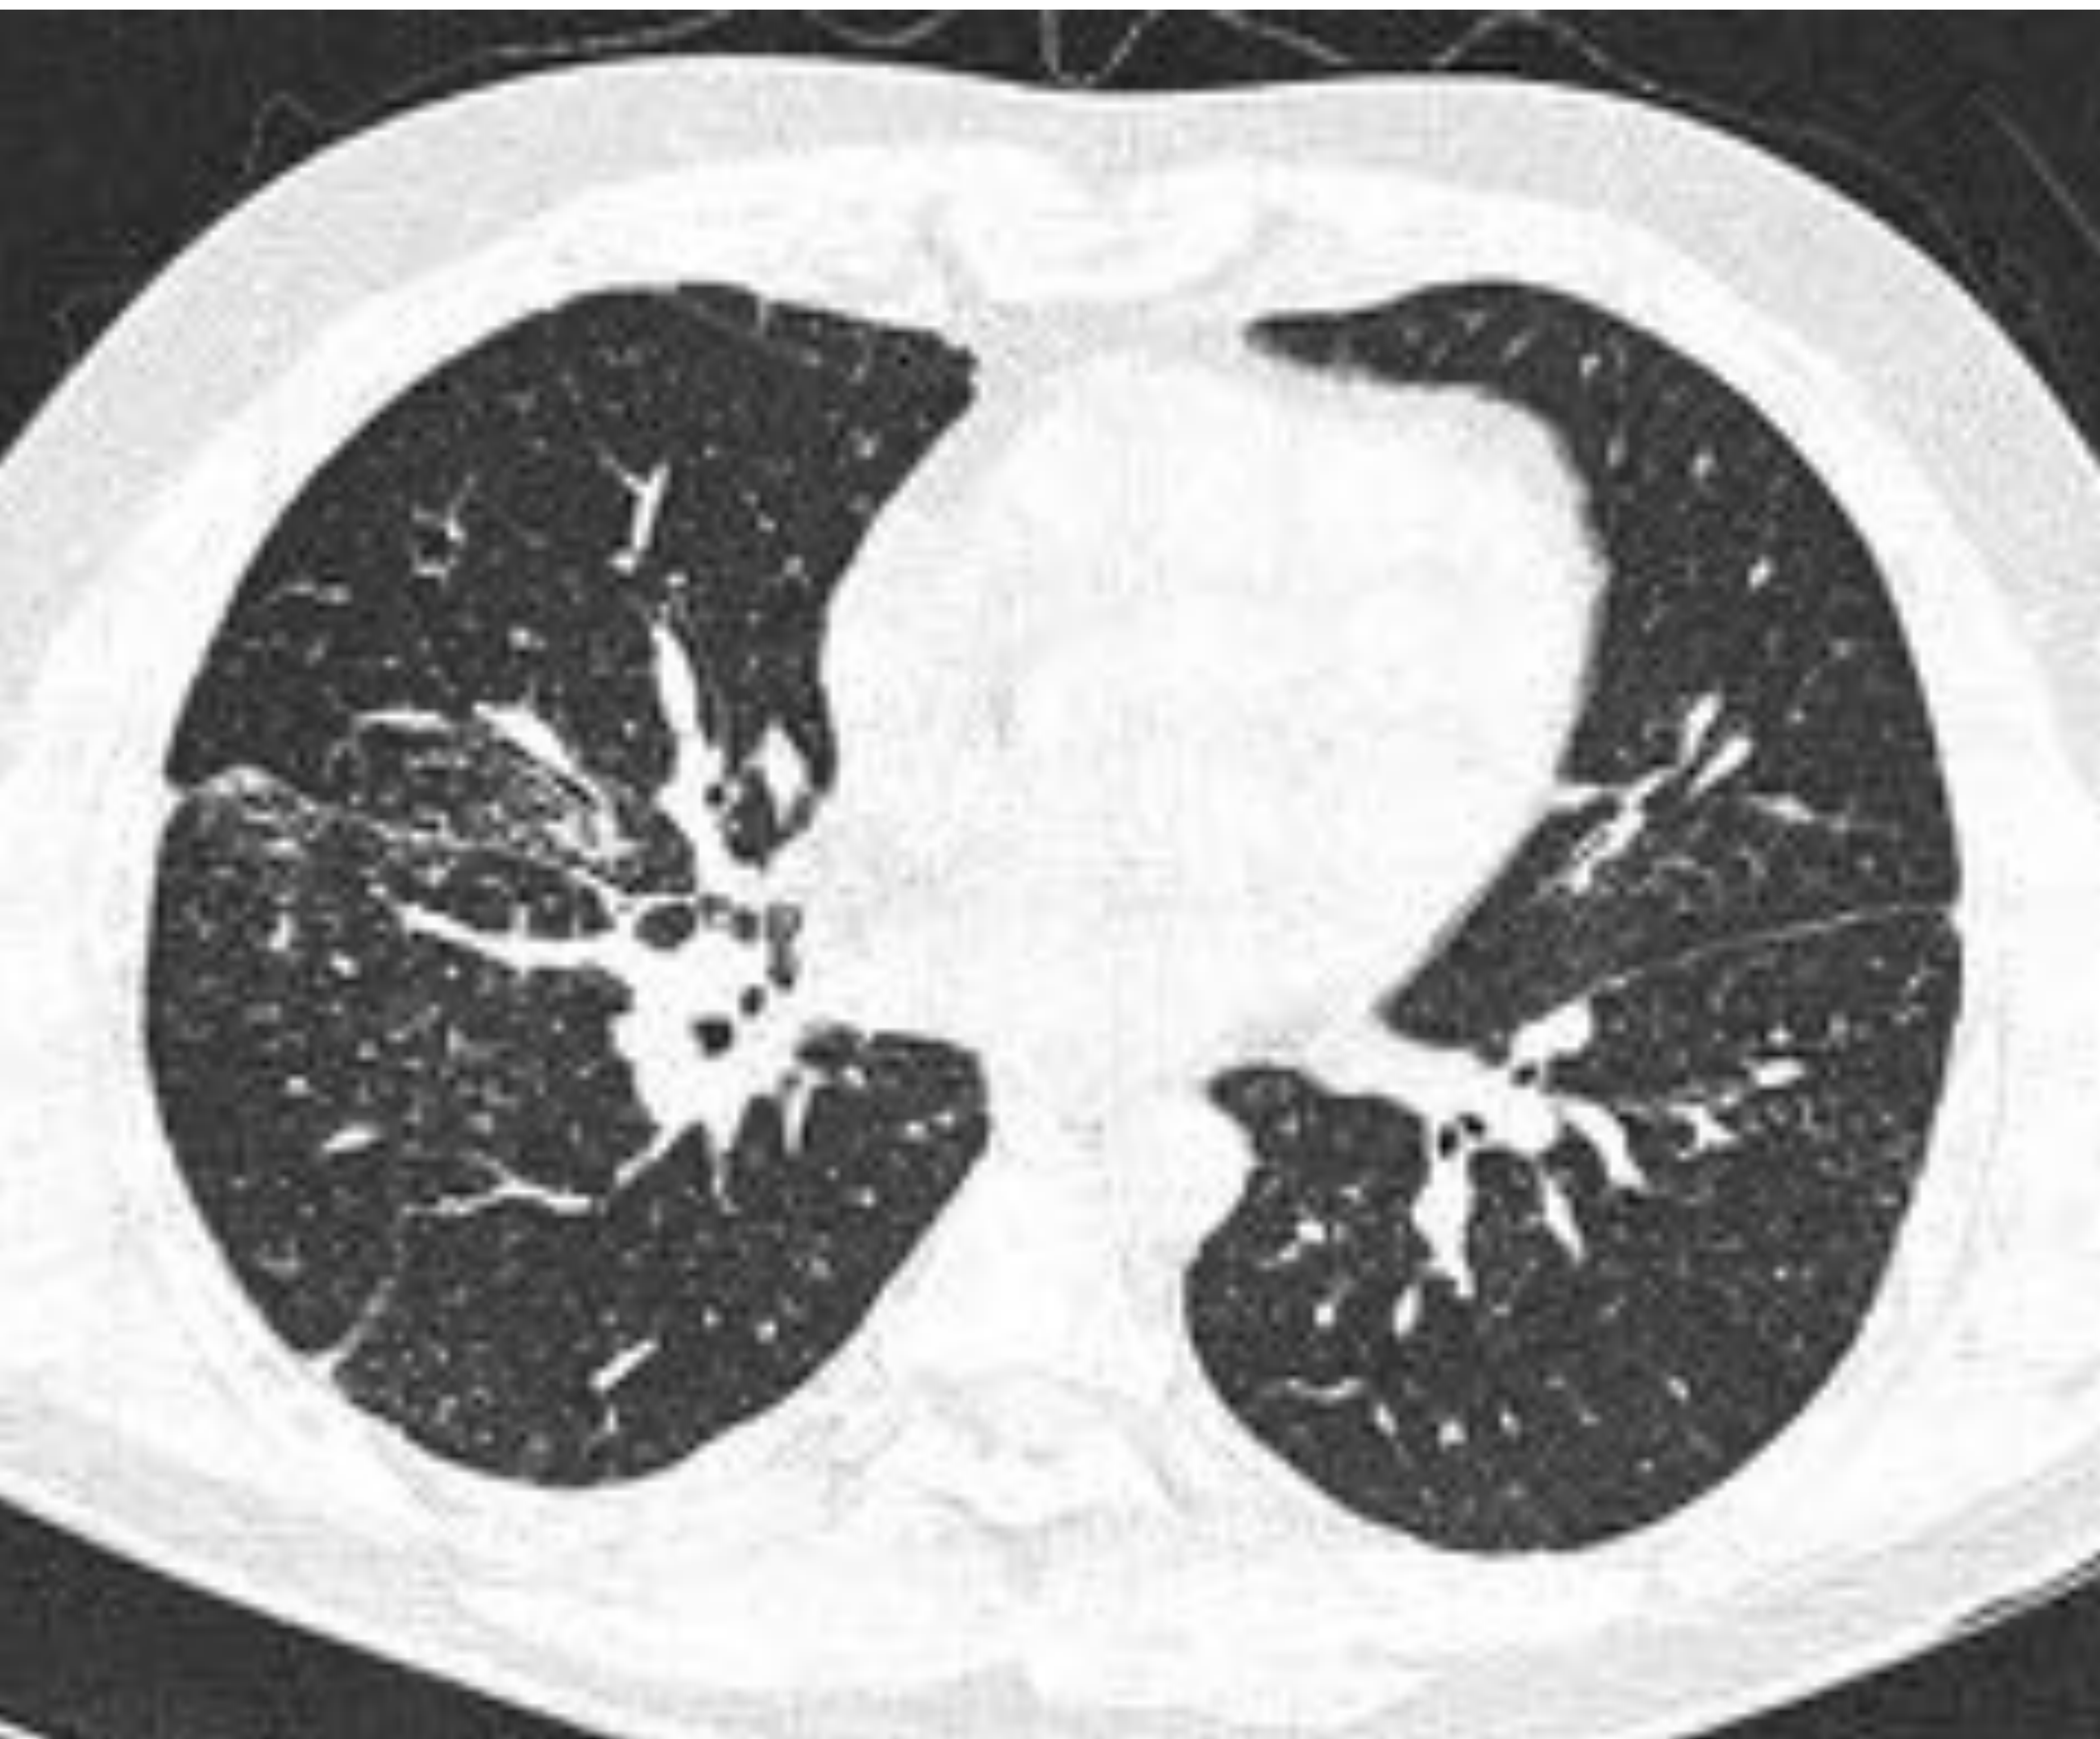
Paciente con trasplante bipulmonar hace 5 años. En TC control se observa el desarrollo de nódulos de predominio perilinfático, subcentimétricos, compatibles con Sarcoidosis, diagnóstico previo al trasplante.
